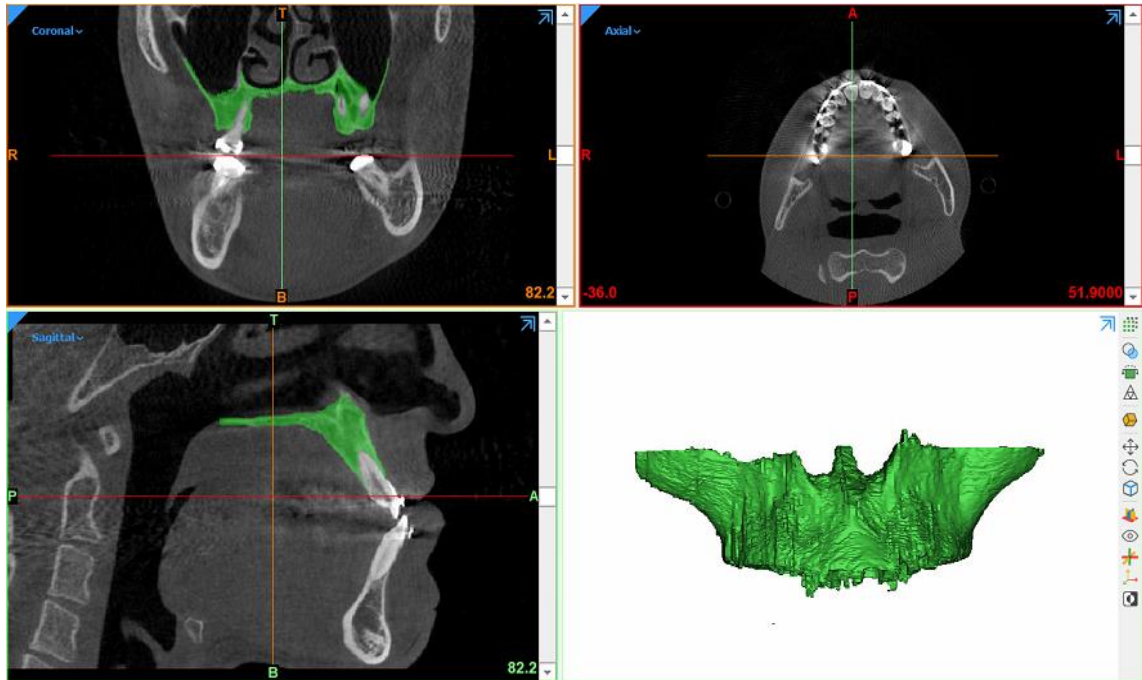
Arşivimizden Alınan CBCT Görüntüsü
